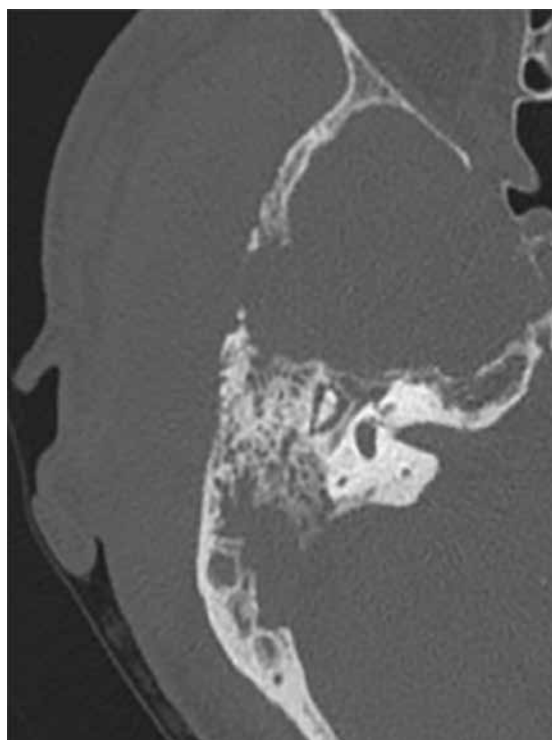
Комп'ютерна томографія правої скроневої кістки
